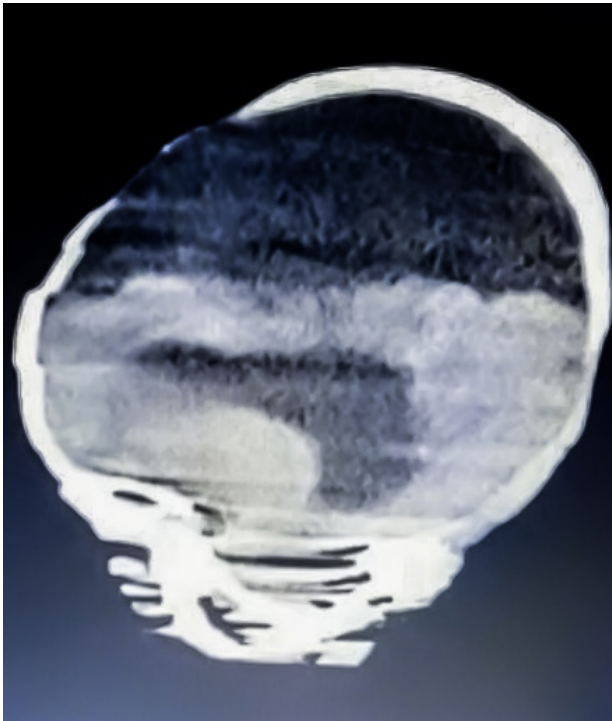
Axial brain CT. Cerebral cortex with a thin layer of subcortical tissue, additionally monoventricle is observed.
